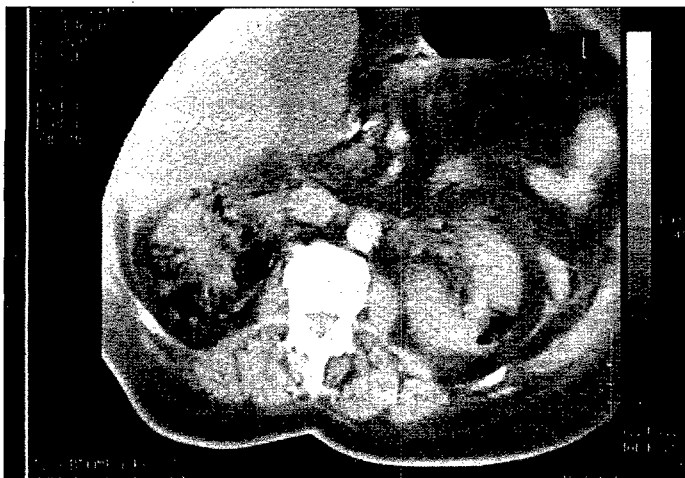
TAC abdomino-pélvico. Pielonefritis enfisematosa bilateral.
